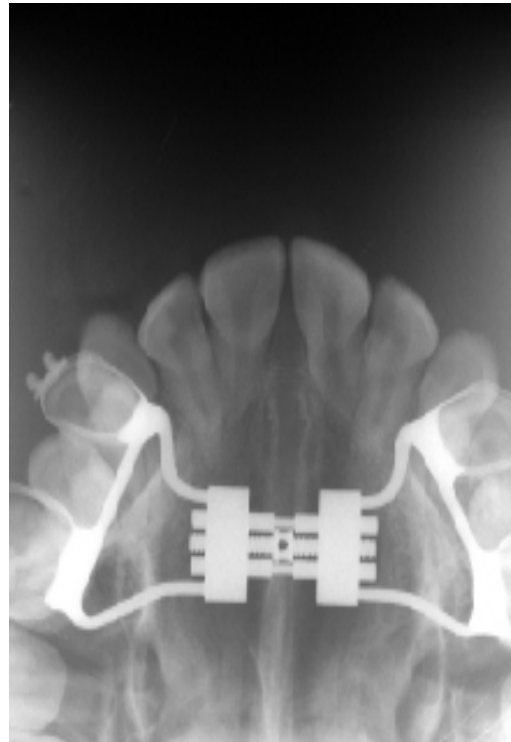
Radiografia oclusal total de maxila 30 dias após a disjunção (Mo.M.A.).
